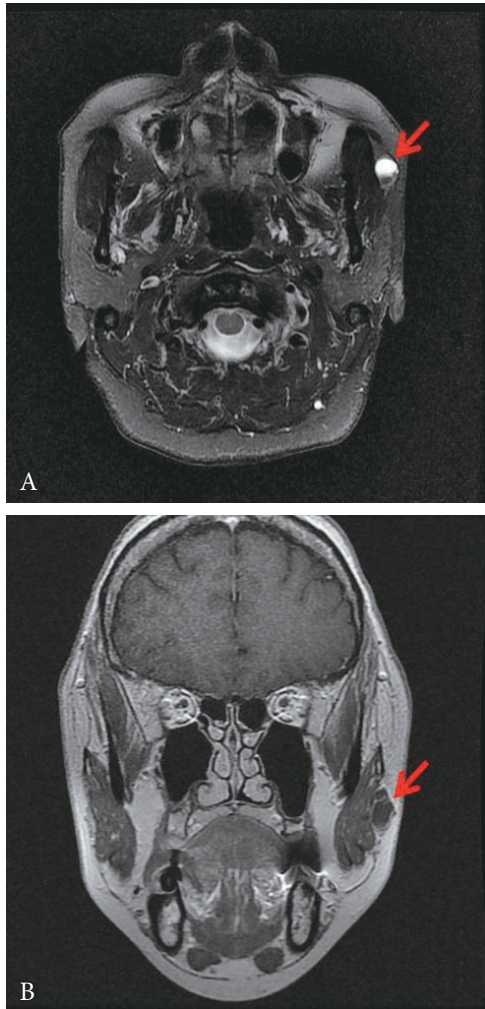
Preoperative magnetic resonance imaging findings. Tumor (red arrow) was surrounded by deep facial fascia and masseter muscle, multi-cystic structure was observed. Tumor was discriminated well from the surrounding tissues. (A) High signal intensity on T2 weighted axial image. (B) Low signal intensity on enhanced T1 weighted coronal image.
